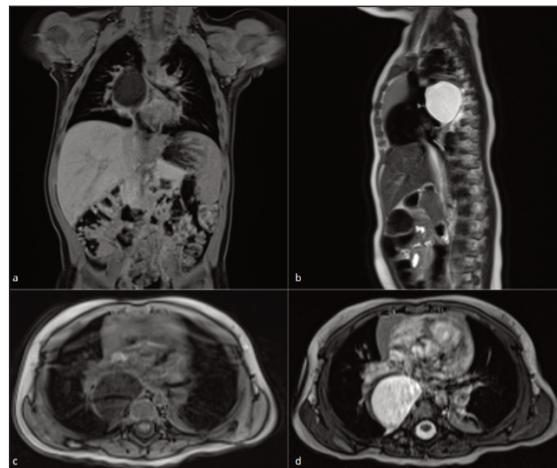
RM che mostra una formazione cistica a contenuto fluido omogeneo (iperintenso in T2 [Fig. 2b]) di 3,2 x 2,5 cm nel mediastino posteriore a livello del terzo medio dell'emitorace destro, che esercita effetti compressivi sui bronchi principali, specialmente il destro [Fig. 2c].
